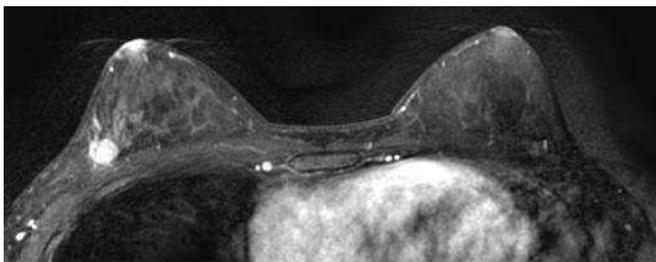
乳房 MRI (症例 4) 右乳房に濃染される腫瘍影と、右乳輪乳頭に造影効果を認めた。右乳輪乳頭はアーチファクトの可能性も示唆されたが、左右差があり乳房 Paget 病を反映していると考えられた。
